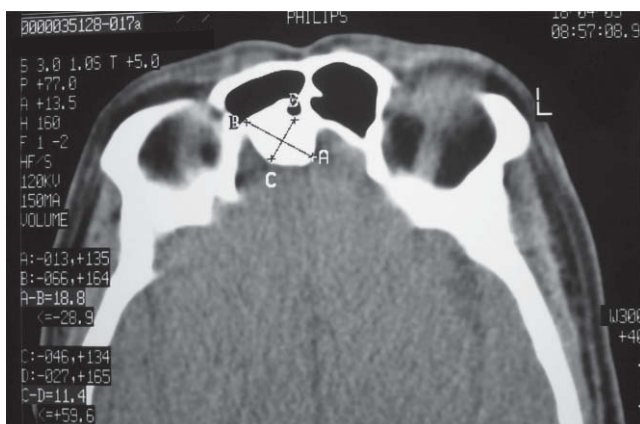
Tomografía computarizada axial de un osteoma de la tabla posterior del seno frontal. Crece específicamente hacia la fosa craneal anterior. Tiene un eje mayor (A-B) de 18,8 mm, con su perpendicular (C-D) de 11,4 mm.
